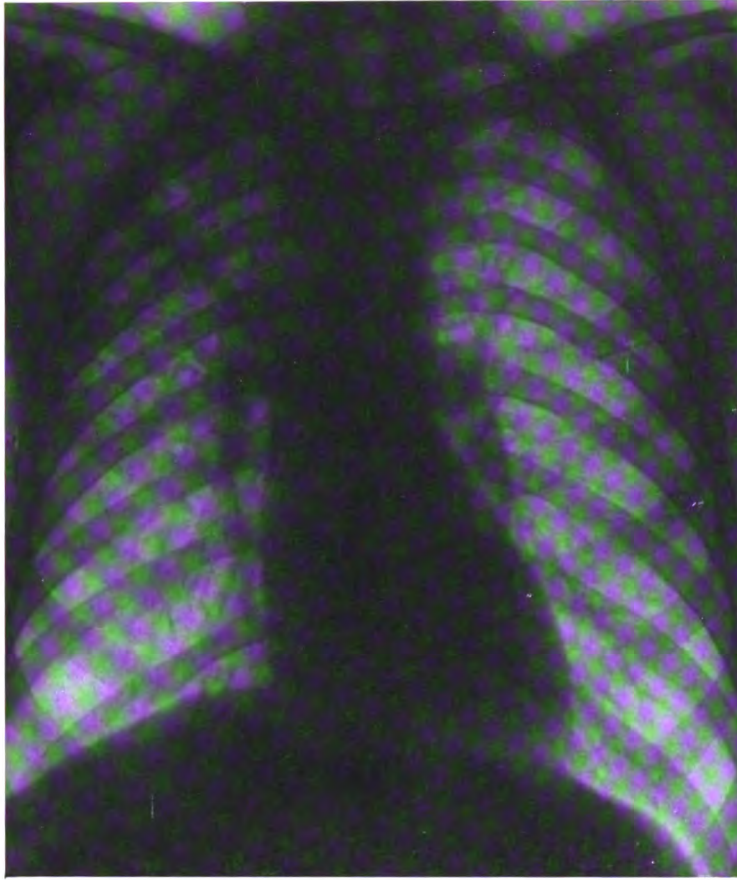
Radiographie simple (Cas n° II)
